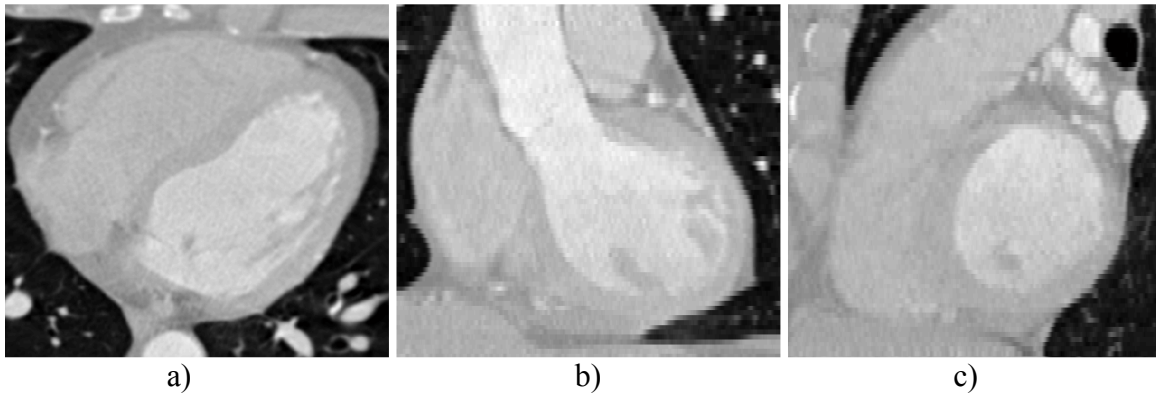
Corte de una tomografía del corazón para una vista a) Axial, b) Sagital, c) Coronal.
